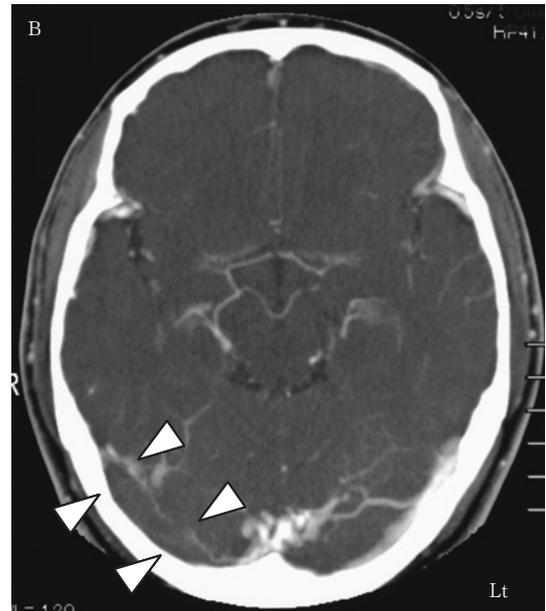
B Enhanced CT also reveals a defect in the right transverse sinus (white triangle).
